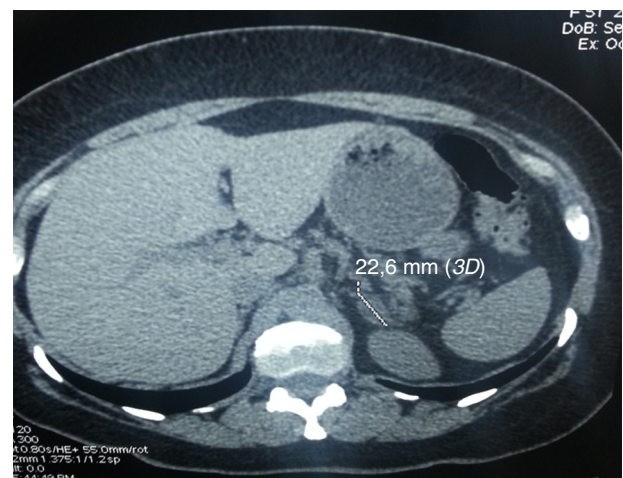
TAC de abdomen que identifica un adenoma de glándula suprarrenal derecha de 22 mm.
